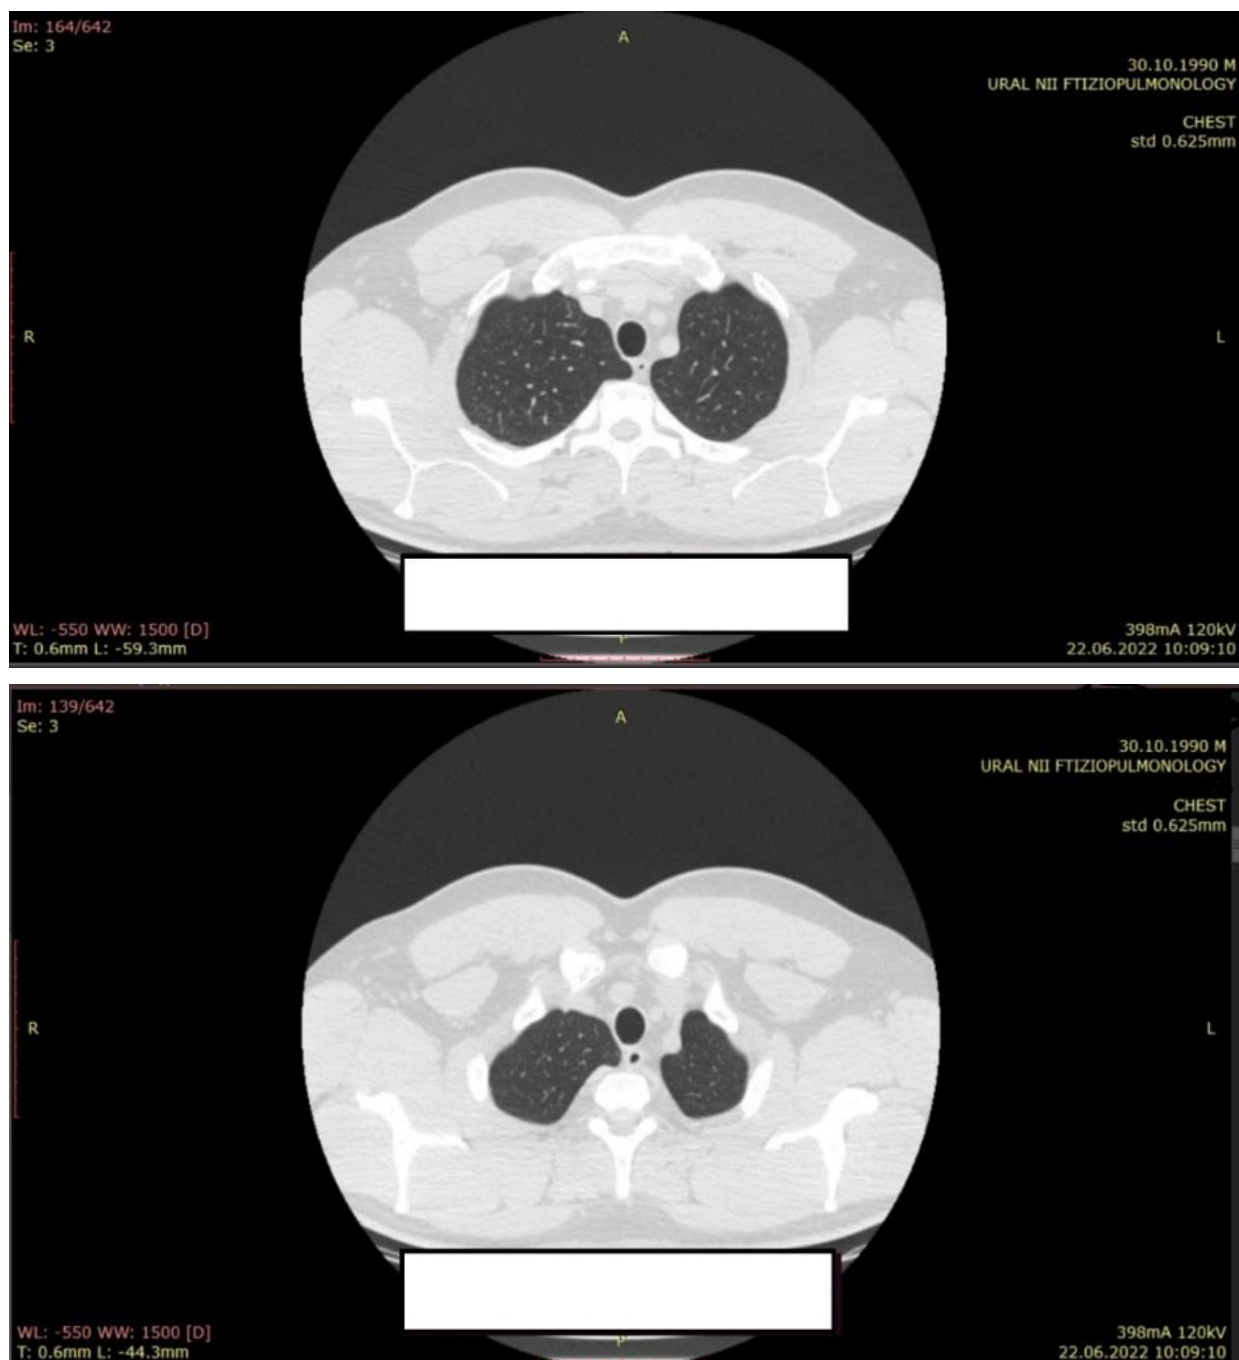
КТ-ОГК после лечения
